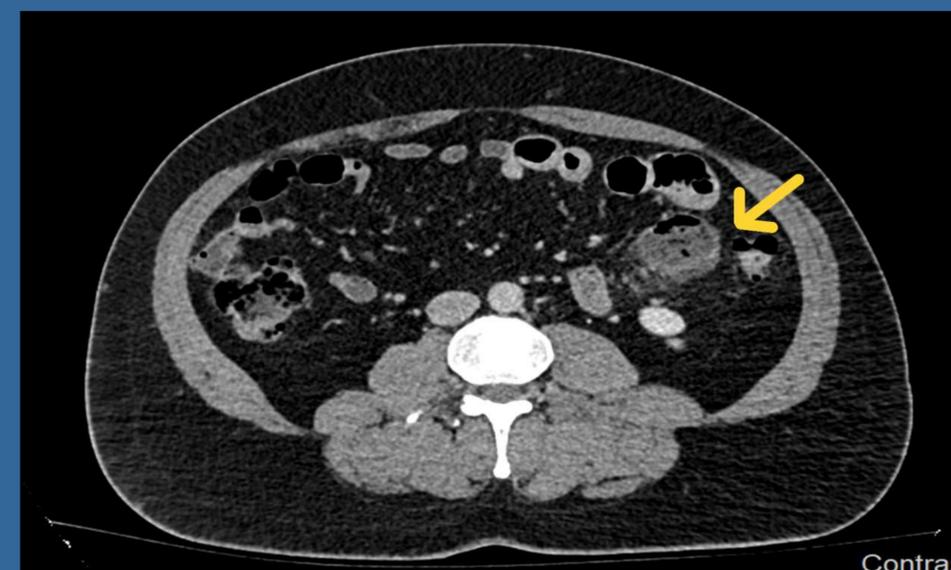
CT- Θολερότητα πέριξ έλικας λεπτού εντέρου
